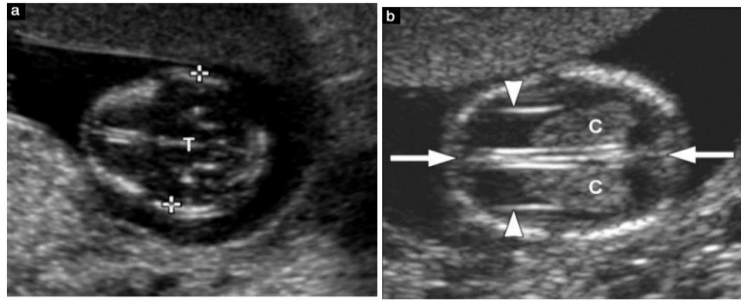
Medición de la cabeza fetal en la ecografía del I Trimestre
